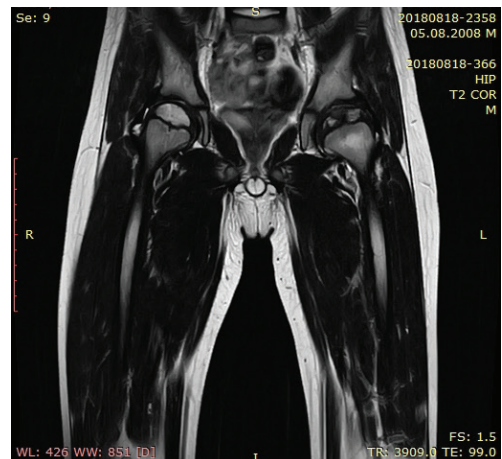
Сравнительные МРТ ТБС пациента N 2, фронтальные сканы, а - перед курсом лечения и б - спустя 10 месяцев после начала лечения методикой "Plasmolifting"; в - спустя 12 месяцев; г - после начала лечения методикой "Plasmolifting"
